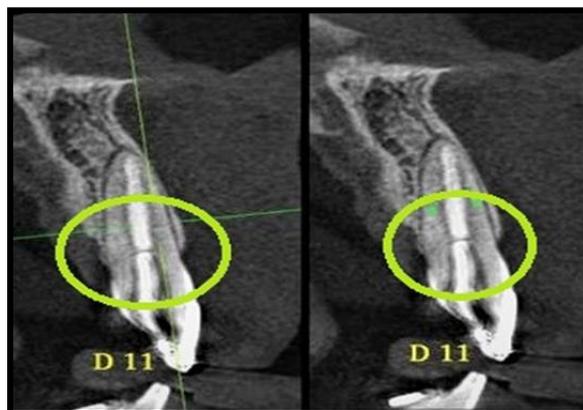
Tomografia computadorizada que confirma linha de fratura horizontal na região corono-radicular do dente 11.
